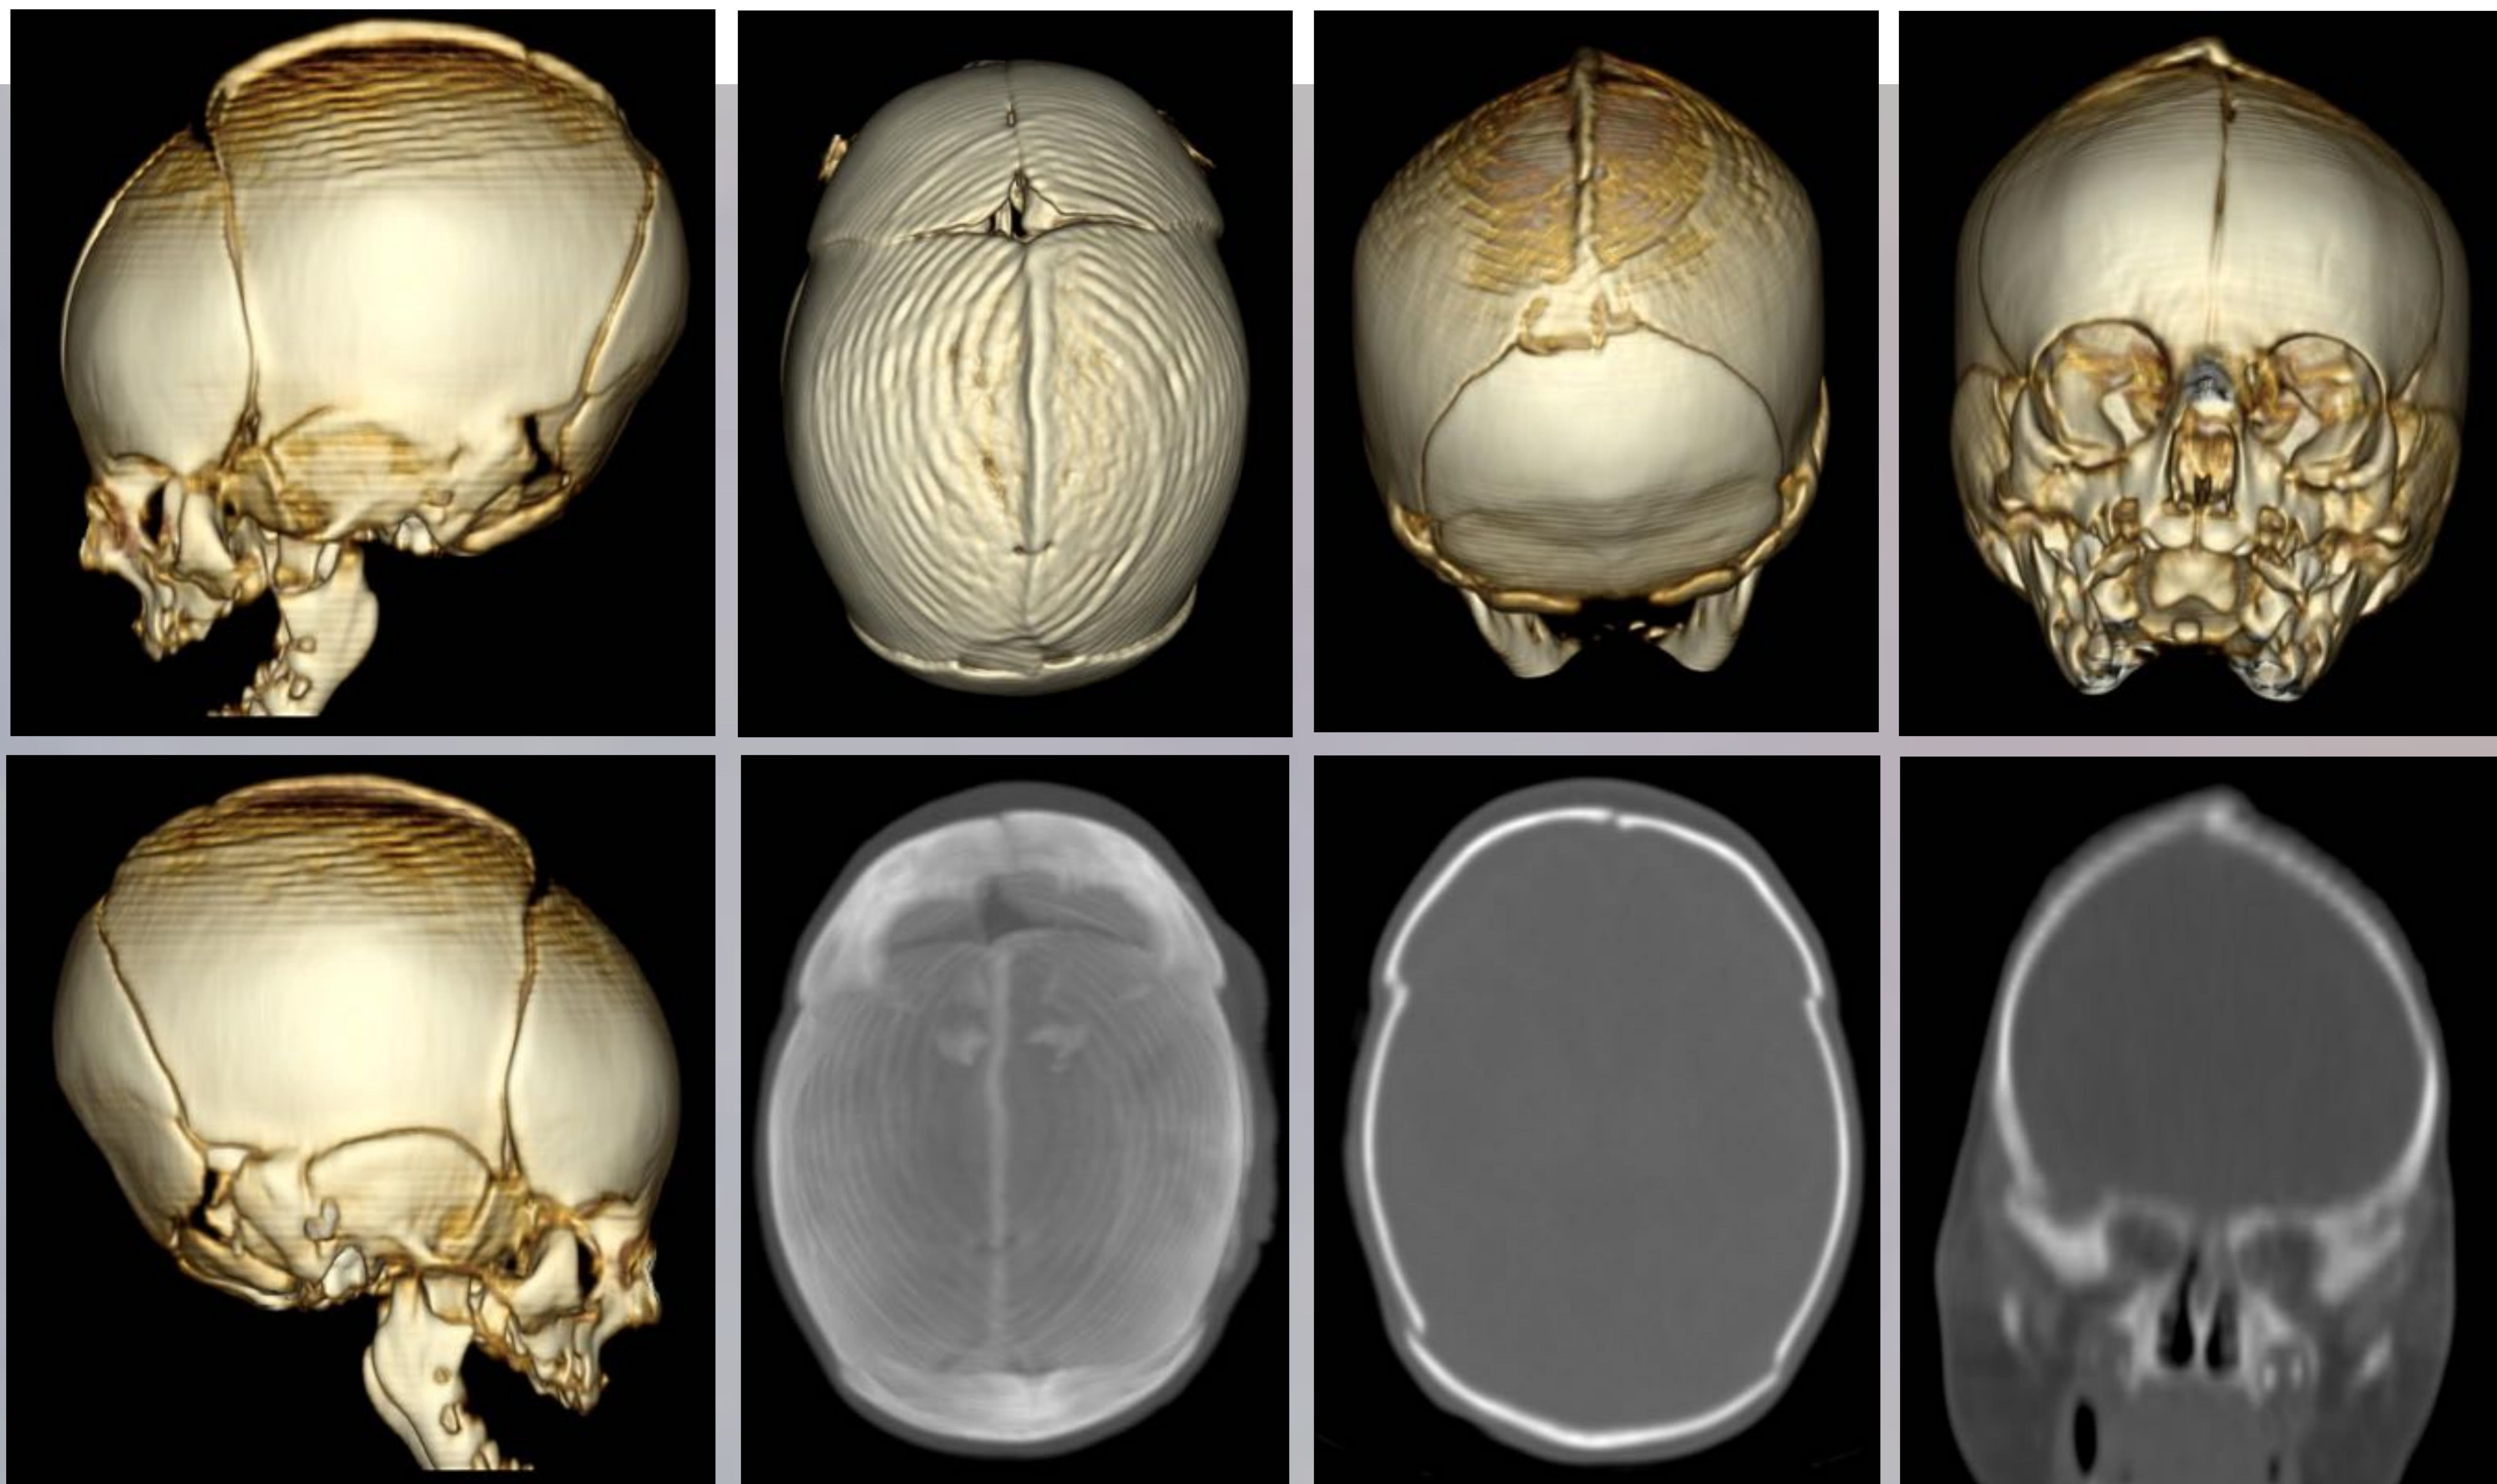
Paciente remitido por sospecha de escafocefalia con palpación de cresta ósea. TC con reconstrucciones 3D en vista lateral izquierda, superior, posterior, anterior, lateral derecha, reconstrucción MIP en vista superior, y cortes axial y coronal en ventana de hueso. Se observa como el hueso parietal derecho cabalga sobre el izquierdo, disminuyendo el diámetro biparietal y existiendo una incongruencia en donde los huesos parietales contactan con el frontal y con el occipital. La cresta que se forma es asimétrica, característicamente tiene la misma altura que el grosor del hueso parietal y no recuerda a la quilla de un barco, más bien podría remedar en este caso a la cresta de una ola de mar. En retrospectiva se constata que los hallazgos corresponden a un cabalgamiento de sutura sagital.
